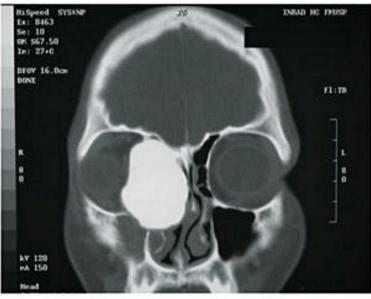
TC de partes ósseas, corte coronal. Nota-se tumoração hiperatenuante em região etmoidal à direita, com acometimento de lâmina papirácea e deslocamento ocular ipsilateral, sugestivo de osteoma.
